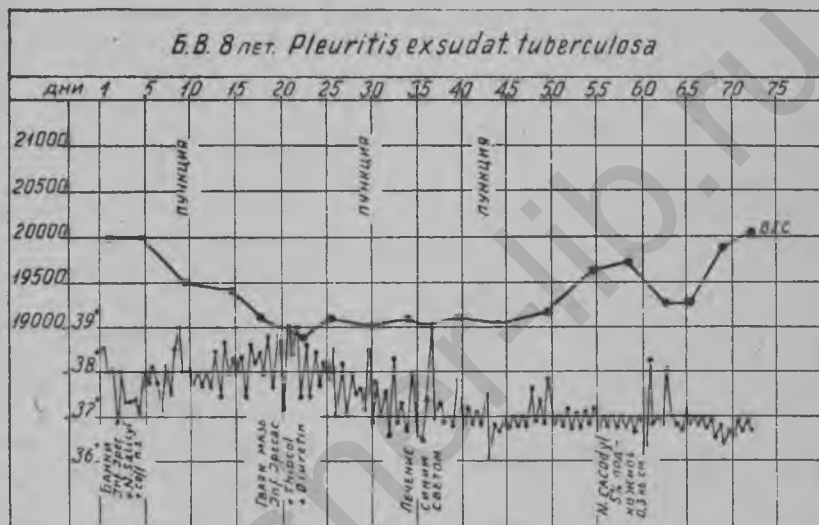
Выпотной серозный плеврит туберкулезного характера у ребенка 8 лет. Клинически и рентгенологически левосторонний плеврит. При пункции извлечена зеленоватого цвета жидкость, в осадке — лимфоциты. Реакция Пирке положительная.
